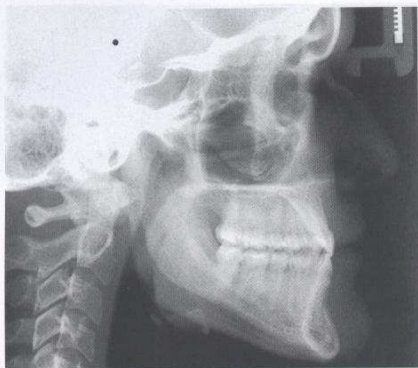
Telerradiografía lateral. Amplia discrepancia entre la basal mandibular derecha e izquierda.
